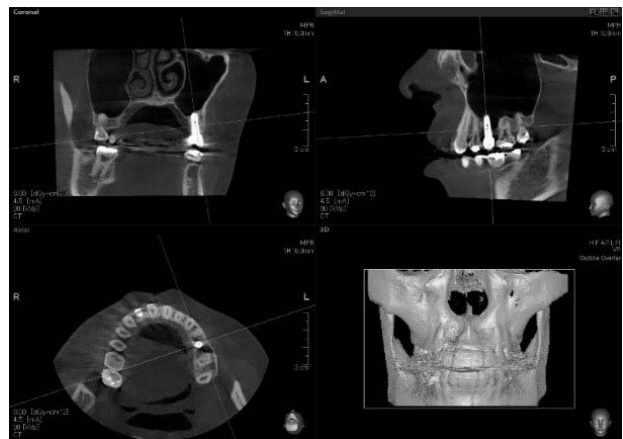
CBCT view of 7 Months after final restoration delivery of the case 1.
